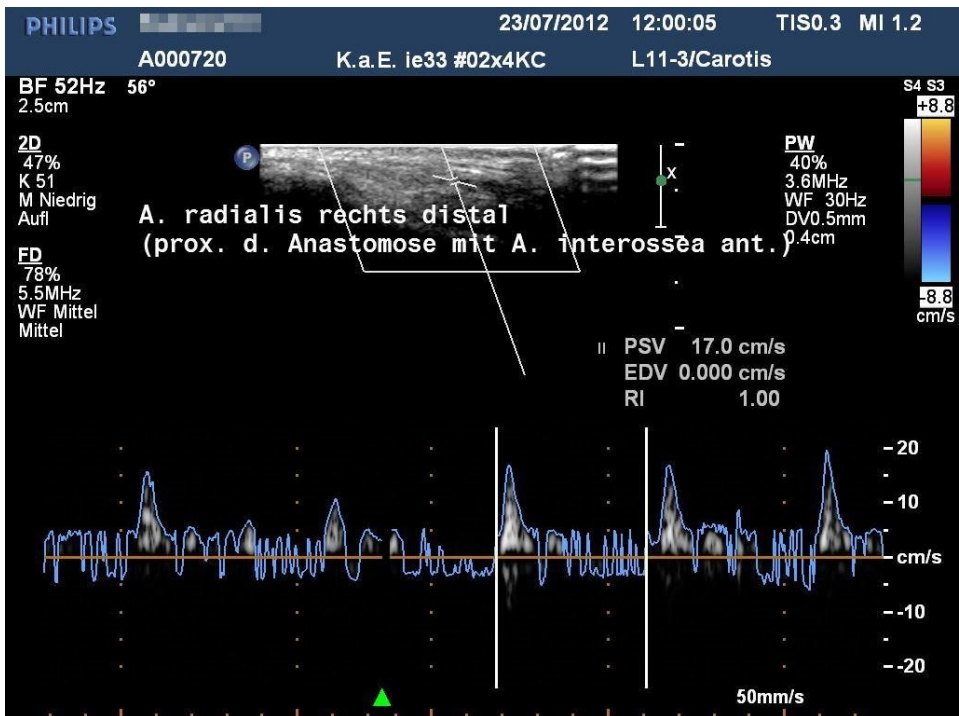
Diffuse Stenosierung der A. radialis, Längsschnitt (links distal, rechts proximal), farbcodierte Duplexsonografie kombiniert mit pw-Doppler-Sonografie. Kaum abgrenzbare A. radialis, langsamer (poststenotischer) Fluss im pw-Doppler.
